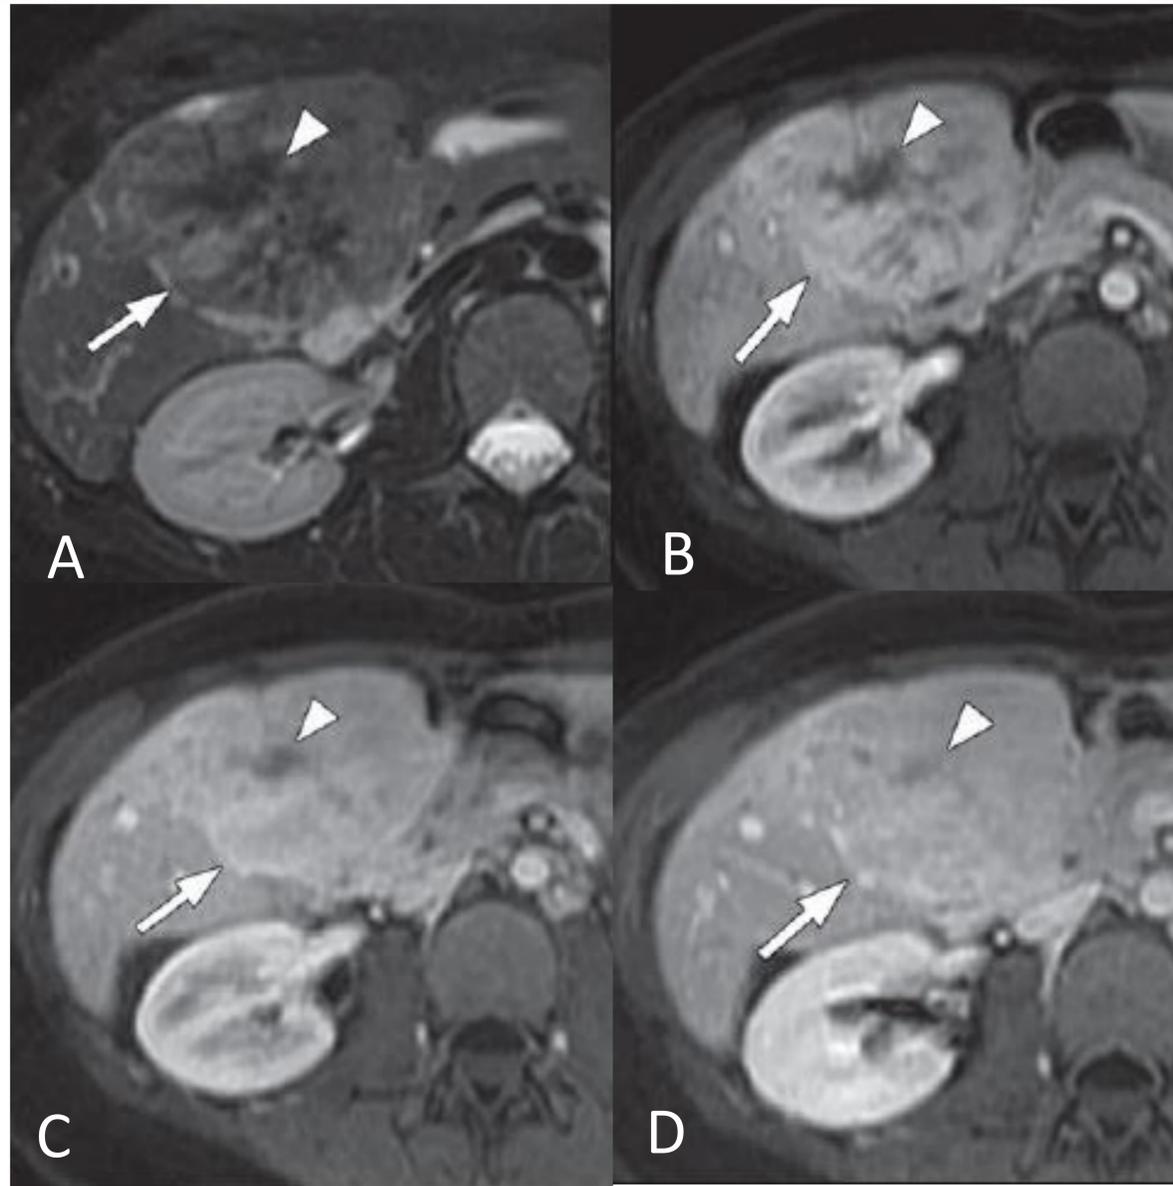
Hepatocarcinoma fibrolamelar en RM. La imagen A corresponde a un corte axial en T2 que muestra una masa heterogénea ligeramente hiperintensa (flecha) que contiene una cicatriz central hipointensa en T1 (cabeza de flecha). La imagen B corresponde a la fase arterial, que muestra un realce heterogéneo dentro de la masa (flecha). No se observa realce en la cicatriz central (cabeza de flecha). La imagen C es en fase portal, y muestra que el tumor (flecha) es ligeramente hiperintenso. Se observa un realce parcial en la cicatriz central (cabeza de flecha). La imagen D es en fase tardía y muestra que el tumor es isointenso, y la cicatriz central muestra realce.
